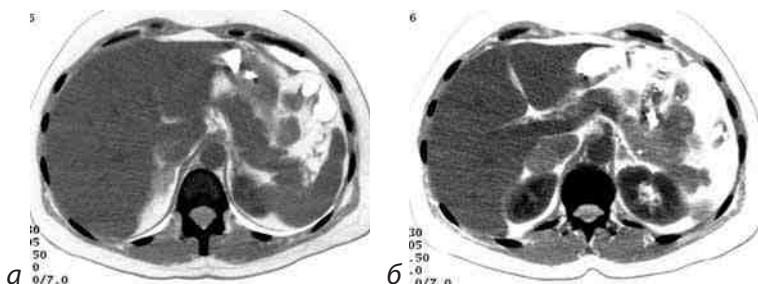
Рентгенограмма КТ альдостеромы (а) и феохромоцитомы (б) правого надпочечника (больная Ш-т, 44 года)
